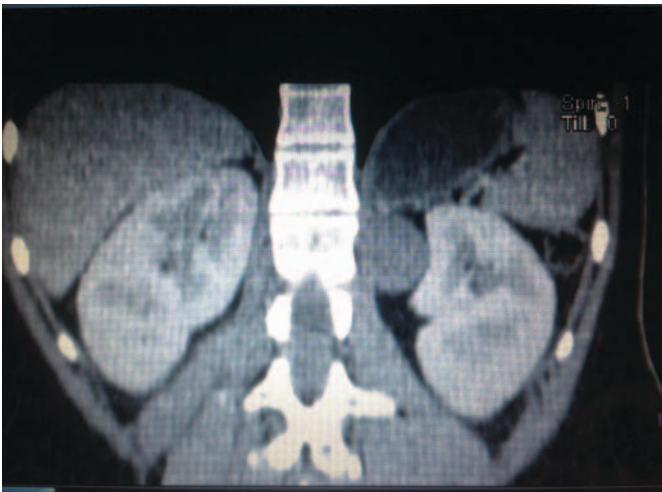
Coronal CT scan cut showing a nodule arising from the left adrenal gland
